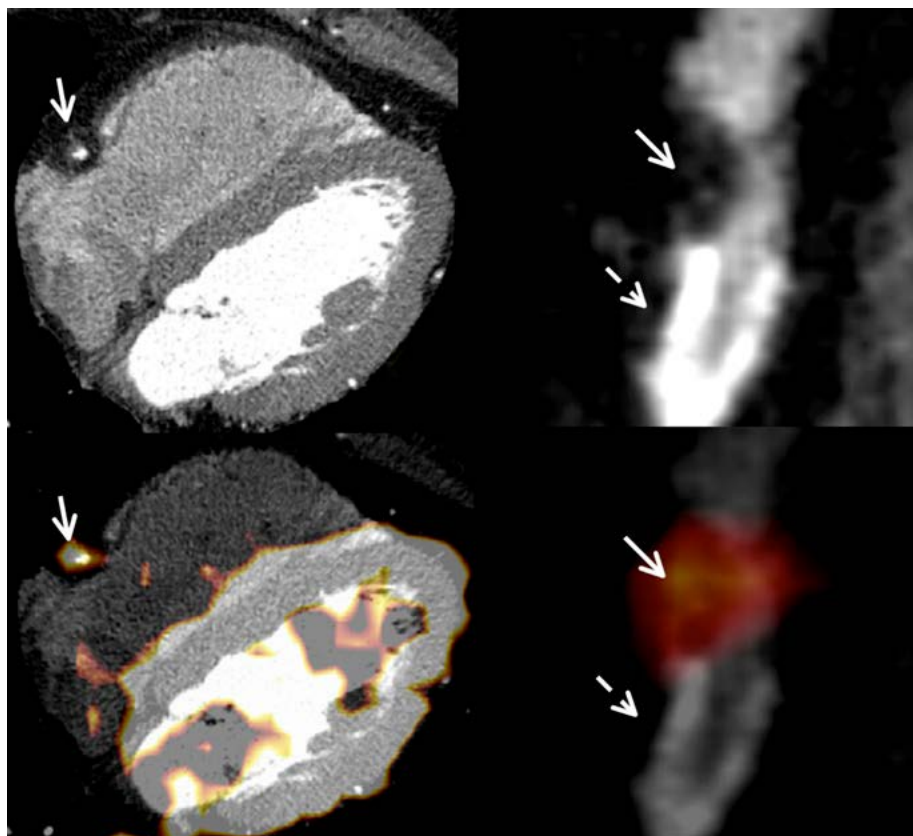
ПЭТ/КТ с  $^{18}\text{F}$ -ФДГ. При КТ визуализируется мягкая бляшка (сплошная стрелка) за пределами зоны стента (пунктирная стрелка). При ПЭТ данный участок бляшки активно накапливает ФДГ, что указывает на воспалительный процесс [438].
